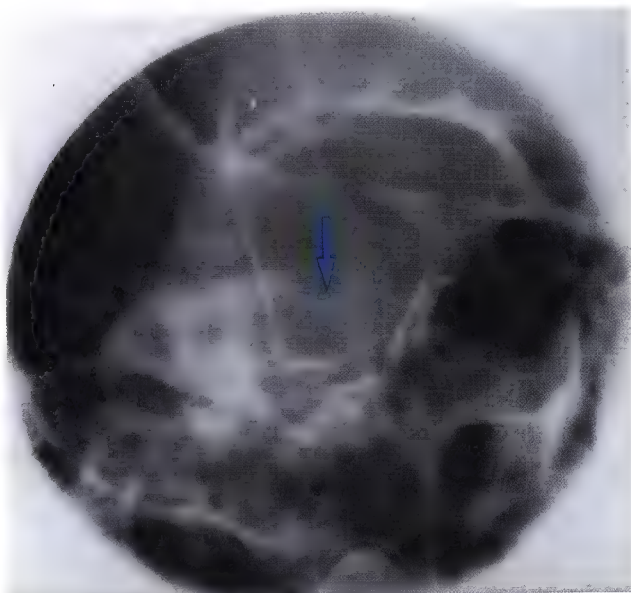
Radiographie de l'empreinte trigéminal (V)
